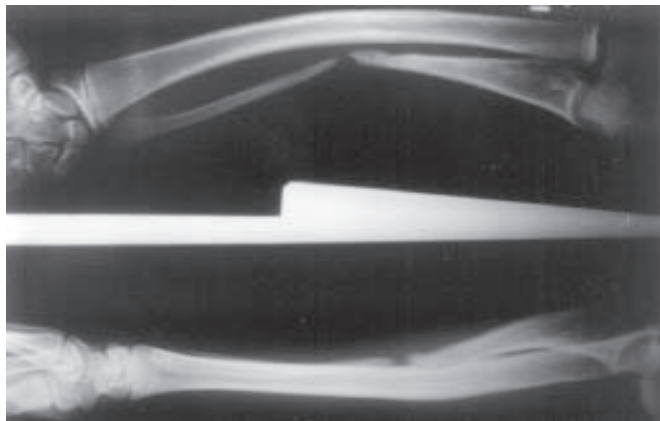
Radiografias pré-operatórias nas incidências ântero-posterior e perfil, demonstrando a falha óssea existente, esclerose nos fragmentos proximal e distal e desvio ulnar
